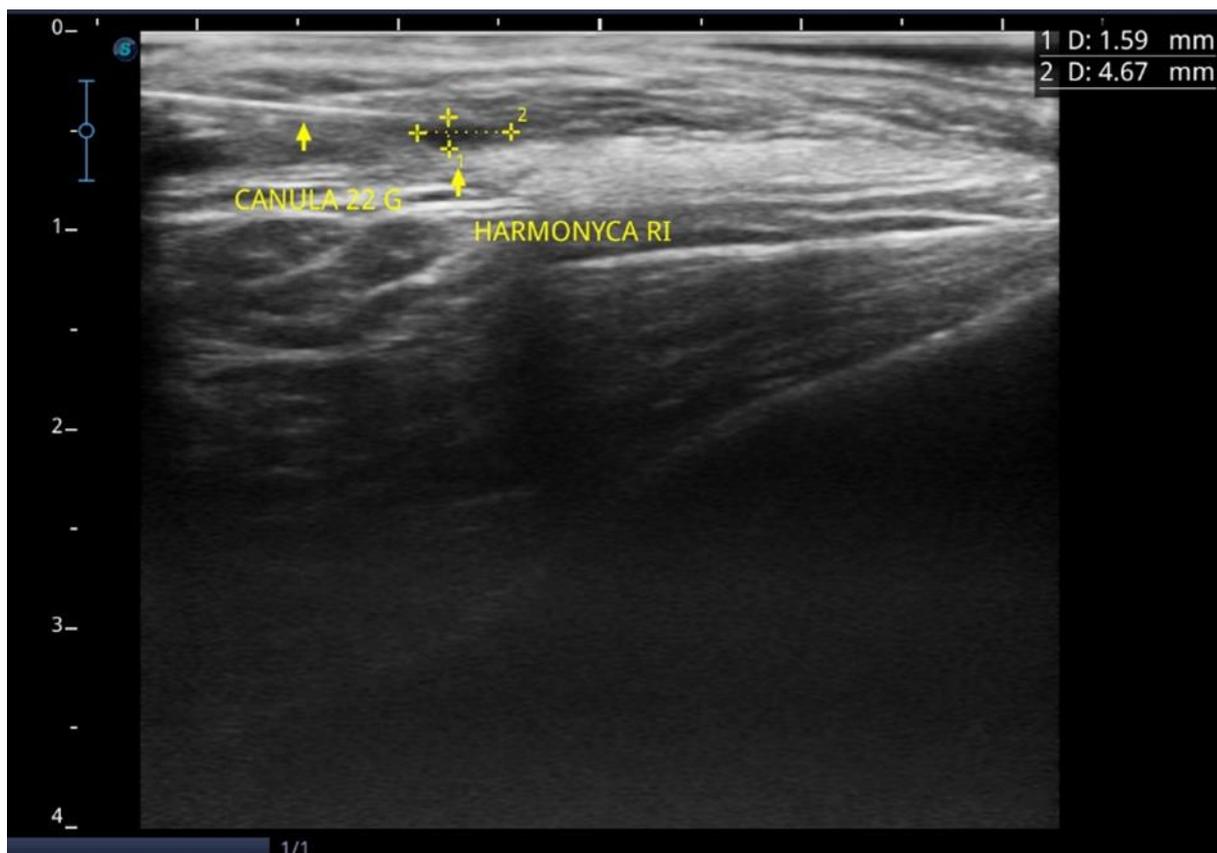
Imagem estática da aplicação do HarmonyCa por retro injeção trans temporal guiada por ultrassonografia odontológica.
